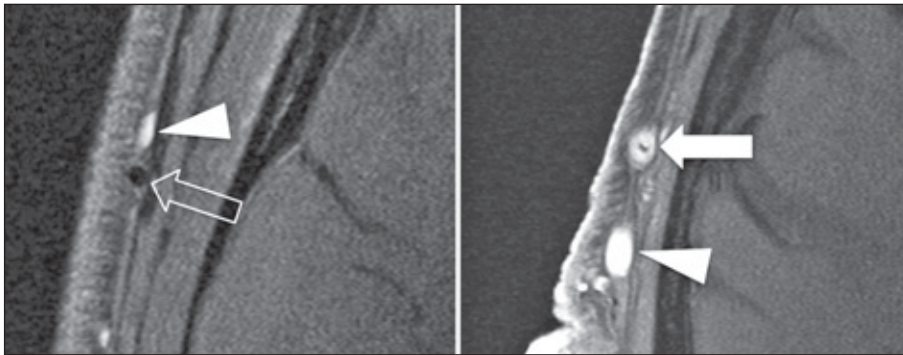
3 Tesla MRT einer gesunden oberflächlichen Temporalarterie (offener Pfeil im linken Bild) und einer entzündeten Temporalarterie bei einem Patienten mit Riesenzellarteriitis (Pfeil im rechten Bild). Die Pfeilspitzen markieren die homogen kontrastierte oberflächliche Temporalvene.
